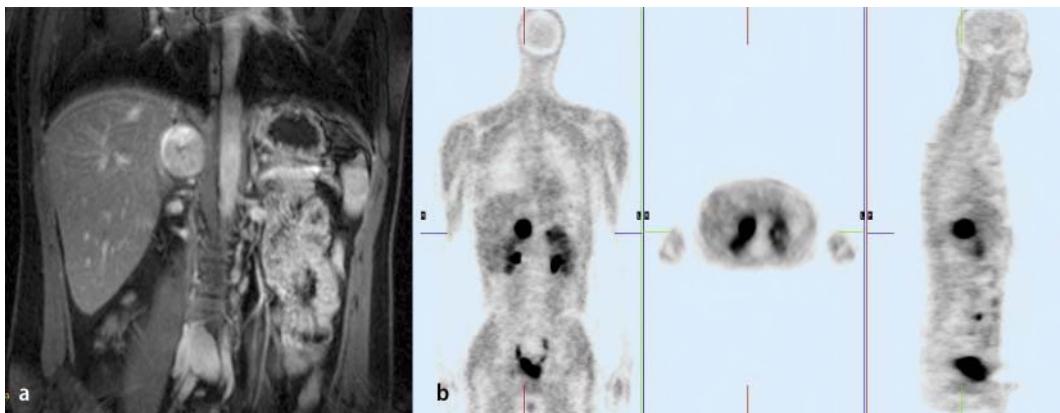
▲ 20-jähriger Patient mit Phäochromozytom der rechten Nebenniere. a Magnetresonanztomographie, Ansicht von vorn; b DOPA-PET (Positronenemissionstomographie) mit Ansicht von vorn, von oben und von der Seite. Graue Hintergrundstrukturen, die die Lokalisationen erleichtern. Massiv schwarz: Tumor. Weiterhin sieht man die beiden Nierenbecken und die Harnblase, die Wege, über die das nukleare Kontrastmittel ausgeschieden wird.
